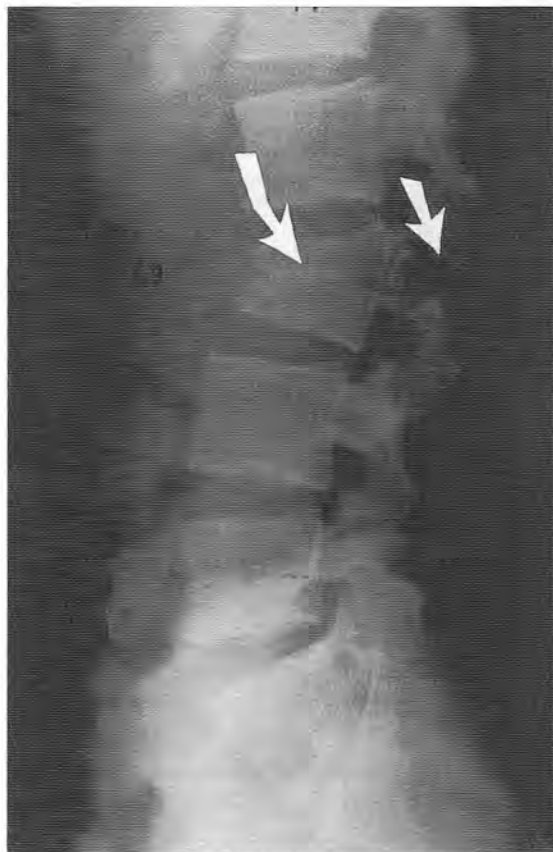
Fractura de Chance. Radiografía simple lateral de la columna lumbar que muestra una fractura que afecta al cuerpo vertebral (*flecha curva*) y a los elementos posteriores (*flecha*).
